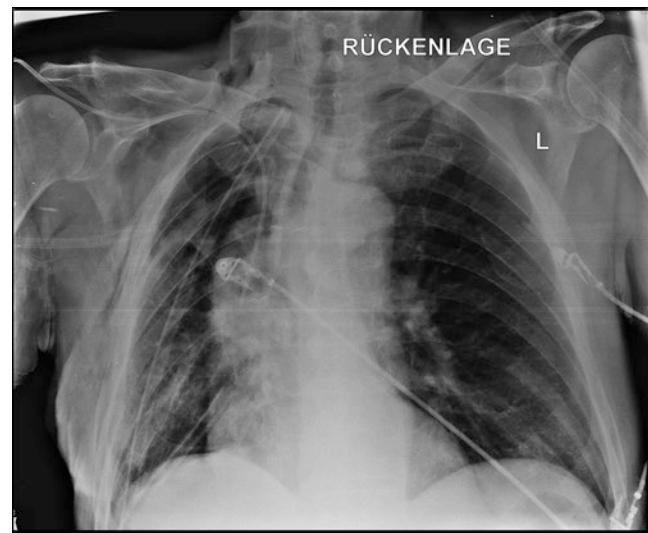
Röntgenbild mit zwei einliegenden Thoraxdrainagen nach Lungenresektion rechts
